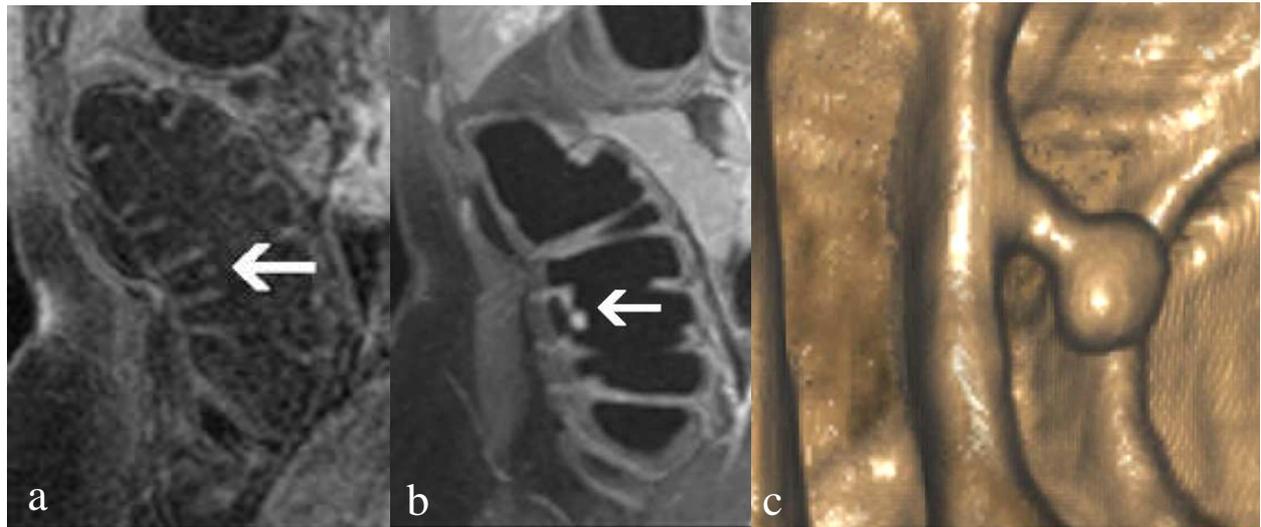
Colografia RM-lume nero: presenza di piccolo polipo di circa 7 mm localizzato a livello del colon ascendente; la formazione polipoide risulta ben visualizzabile nella sequenza T1 GRE post-contrasto (b), mentre risulta mal visualizzabile nella sequenza T1 GRE pre-contrasto (a). Il reperto è confermato dalla ricostruzione 3D endoluminale (c).
